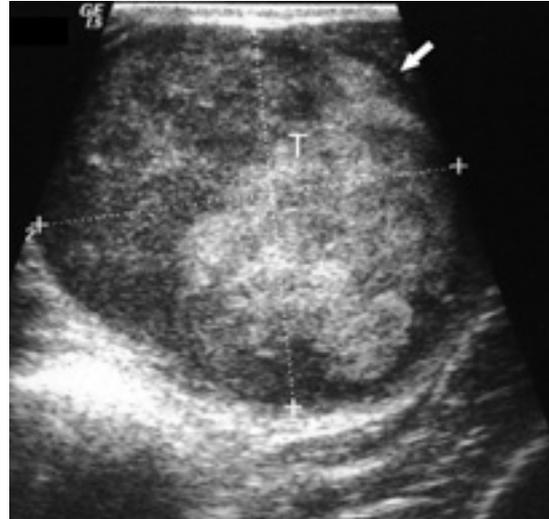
Ultrasonographische Darstellung eines inhomogenen Schilddrüsentumors; T = Tumor, weißer Pfeil = Kapsel, Markierung zwischen 1 und 2 = Größe des Tumors von 5,5 x 6 cm.
